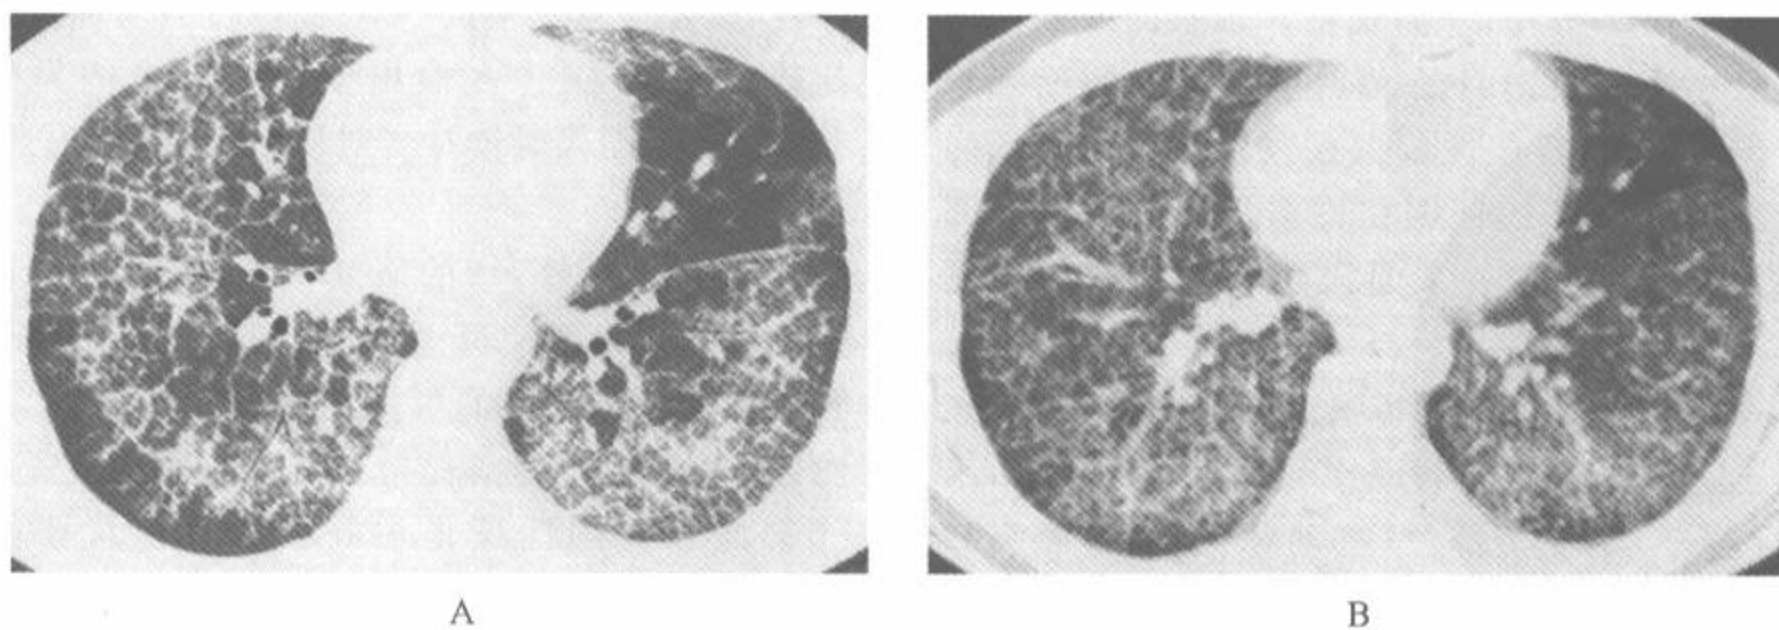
在有广泛异常的肺泡蛋白沉着病例中的用 1.25mm 探测器,螺距 6 的多层螺旋 CT 获得的最大密度投影(MIP)图像
